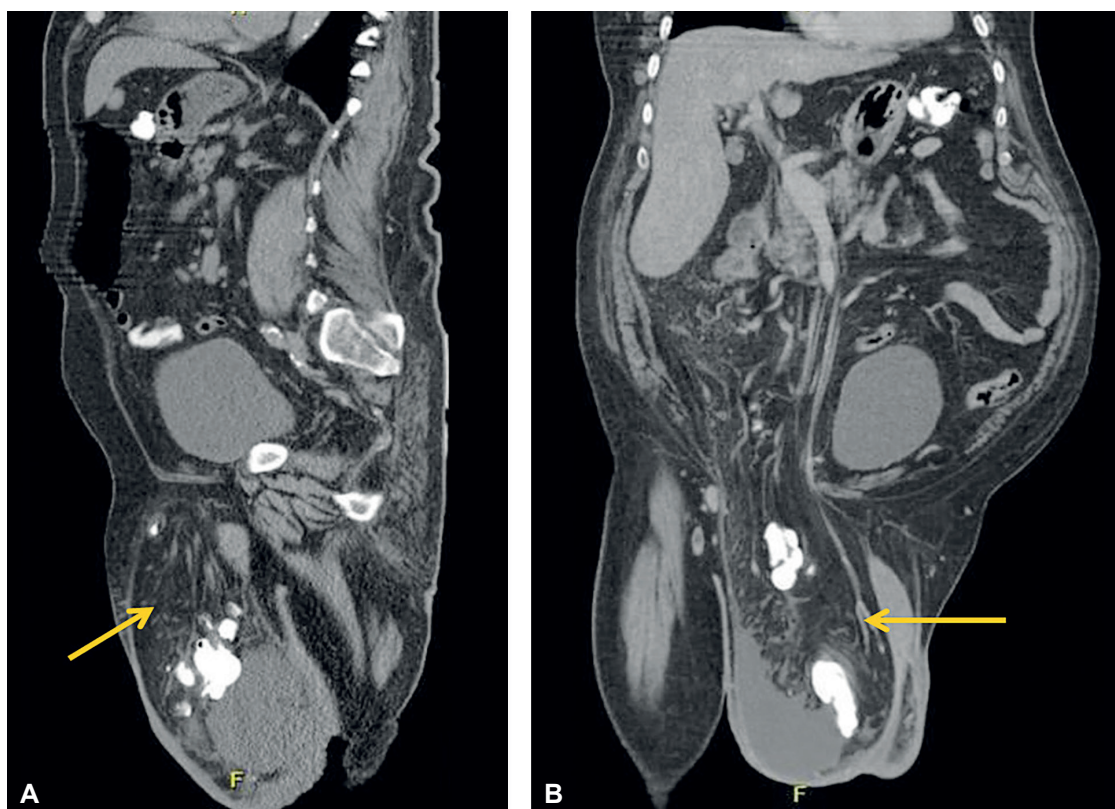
Caracterización a través de tomografía computarizada abdomino-perineal del contenido visceral del saco herniario gigante con pérdida de domicilio (señalado por flechas). A. Corte sagital, B. Corte coronal. Fuente: Elaboración propia.
